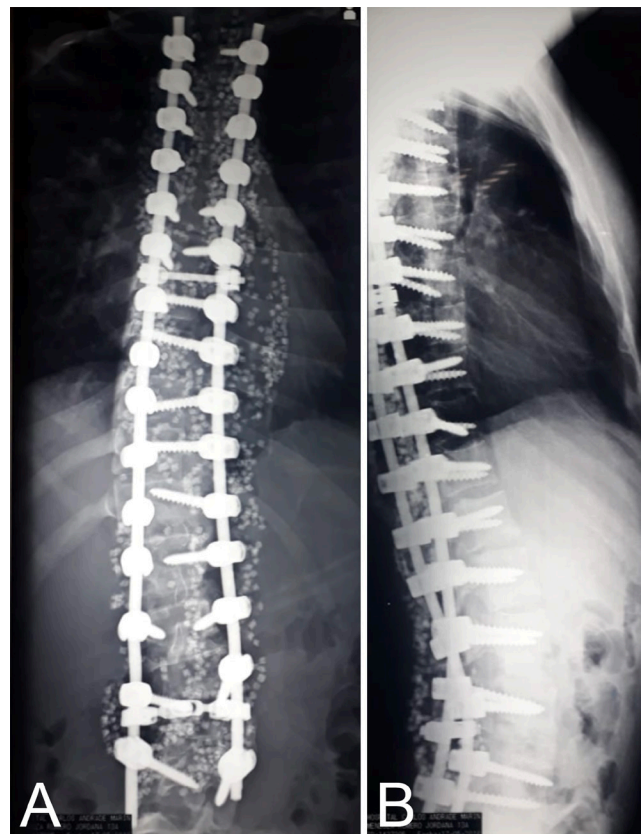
A. Radiografía anteroposterior de columna toracolumbar. B. La Radiografía lateral de columna toracolumbar. Corrección quirúrgica de paciente con escoliosis estructural.
